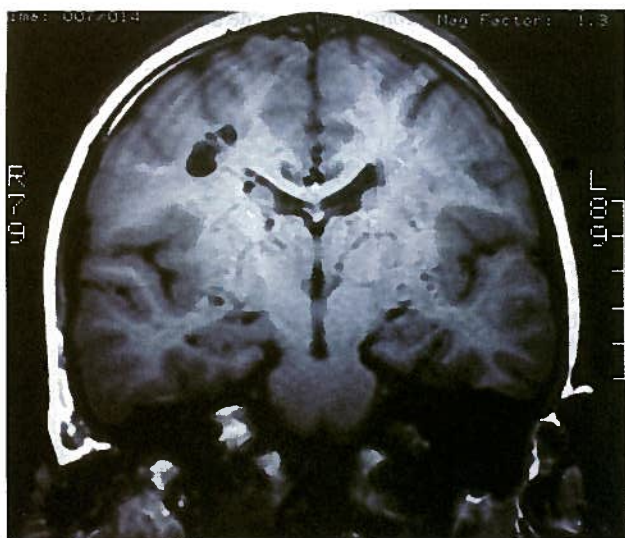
Ressonância Magnética Nuclear em corte coronal, mostrando imagens hipodensas redondas na região dos gânglios da base.
